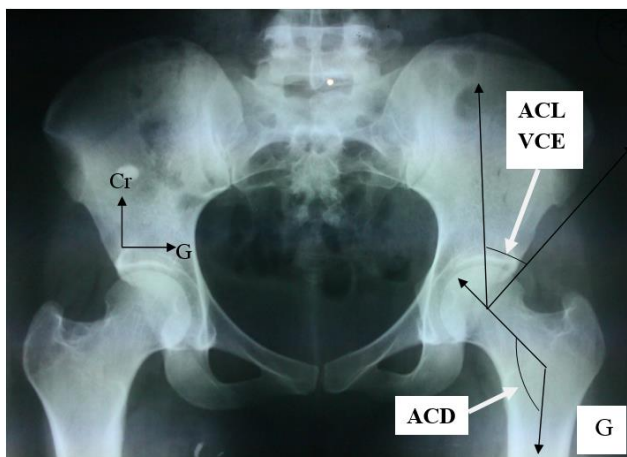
radiographie de bassin de face
